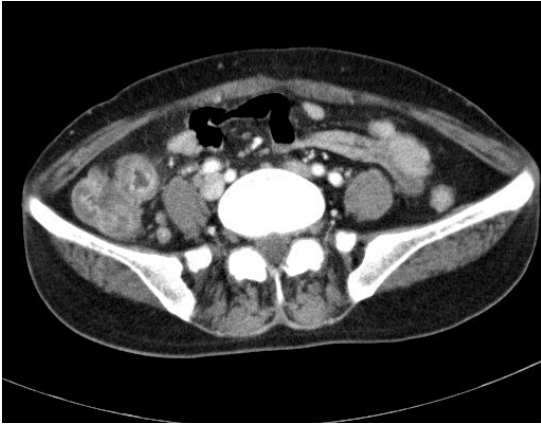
An abdominal CT shows pericolic fluid collection and irregular mural thickening of the cecum and terminal ileum.
